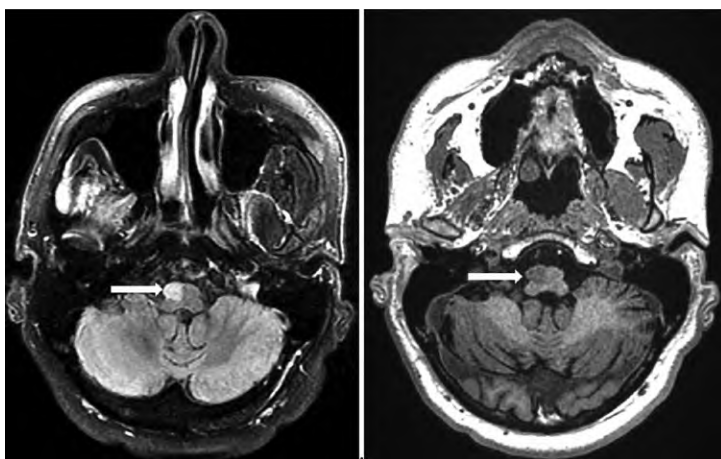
МРТ головного мозга от 19.12.2024, T2 Flair и FSPGR BRAVO-режим, аксиальный срез, стрелкой указана гипертрофическая дегенерация правой нижней оливы
